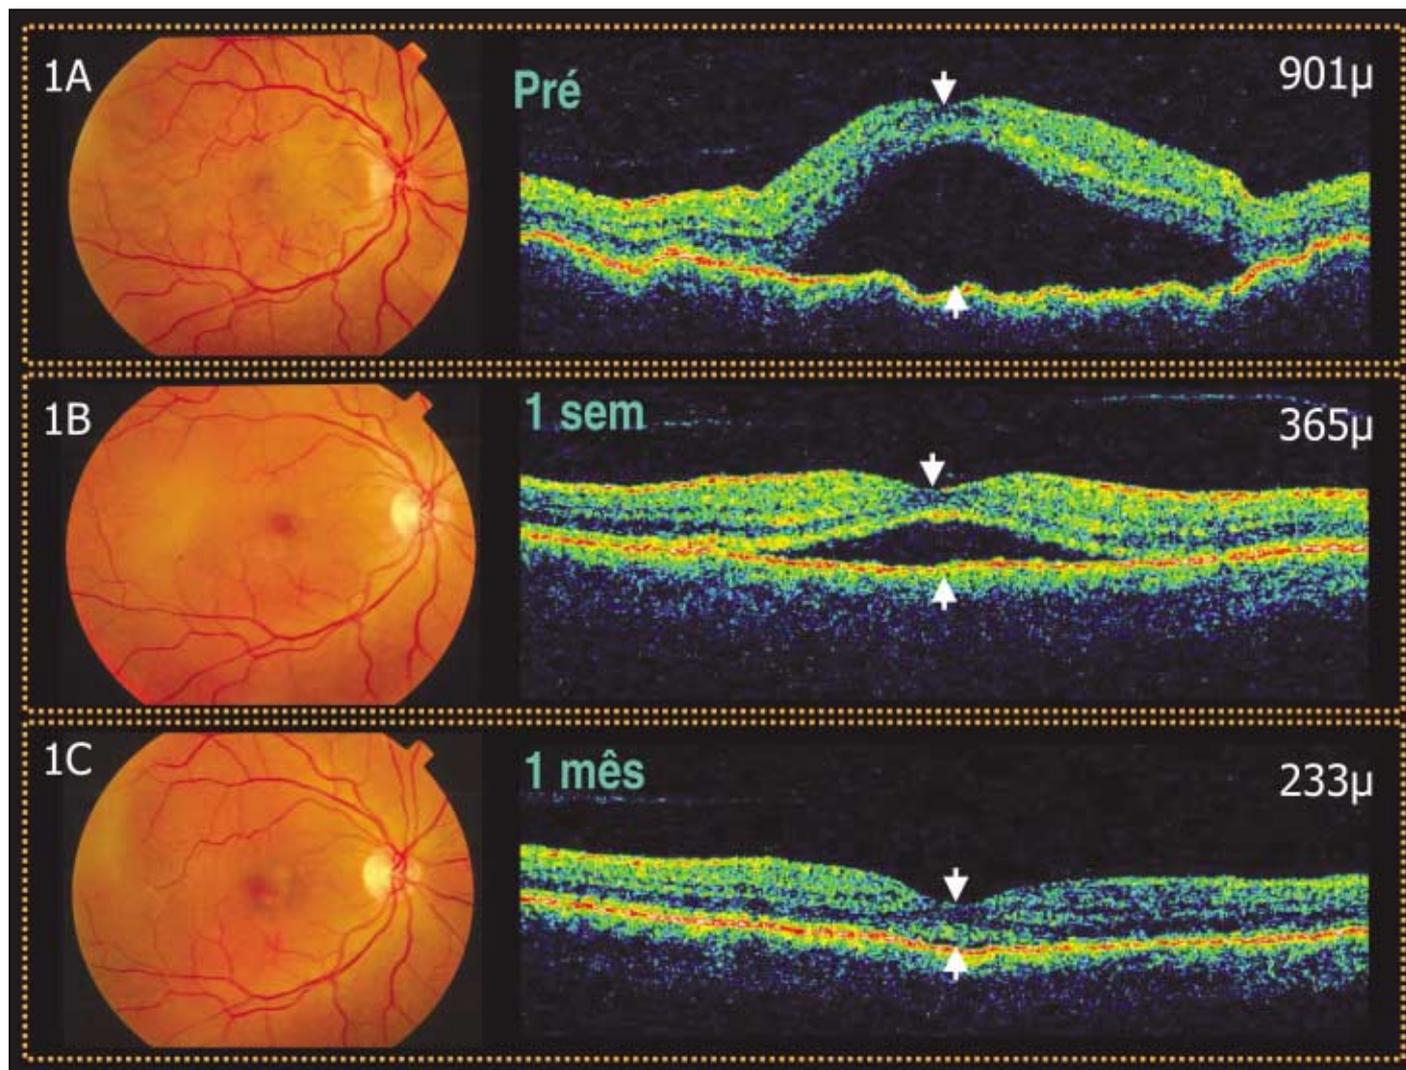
Paciente 3. (Olho Direito): Retinografia e o "scan" horizontal de 6,00 mm da tomografia de coerência óptica centrado na região foveal. 1A- (Pré-injeção) A retinografia revelou uma hiperemia papilar associada a múltiplas áreas de descolamento seroso de retina. A tomografia de coerência óptica demonstrou o descolamento de retina com acentuada elevação retiniana associada a espessamento intra-retiniano. A altura do descolamento medida no centro da região foveal foi de 901 μ m. 1B- Uma semana após a injeção do acetato de triancinolona, nota-se a persistência do fluido intra-retiniano associada a uma diminuição acentuada do descolamento seroso de retina. A altura do descolamento seroso de retina medida no centro da região foveal foi de 365 μ m. 1C- Após um mês da injeção, observa-se a completa resolução do quadro exsudativo, com recuperação da anatomia retiniana normal. A altura da retina medida no centro da região foveal foi de 233 μ m
